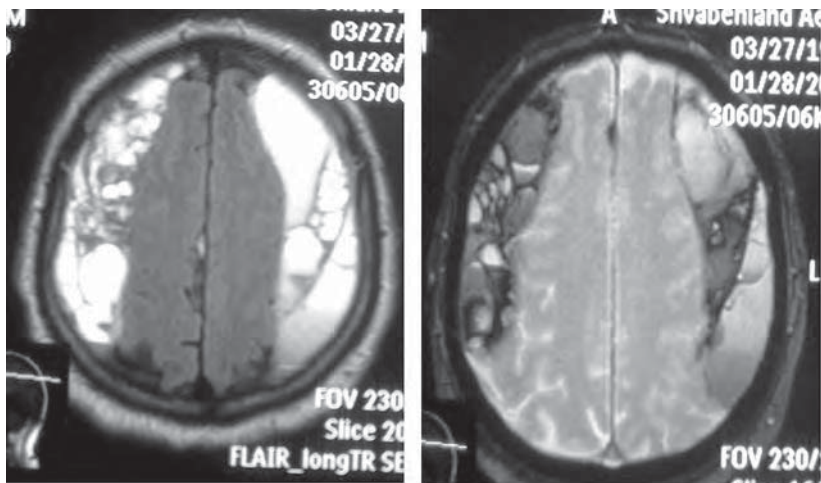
МРТ головного мозга пациента с двусторонними хроническими субдуральными гематомами с множественными септами и перегородками
